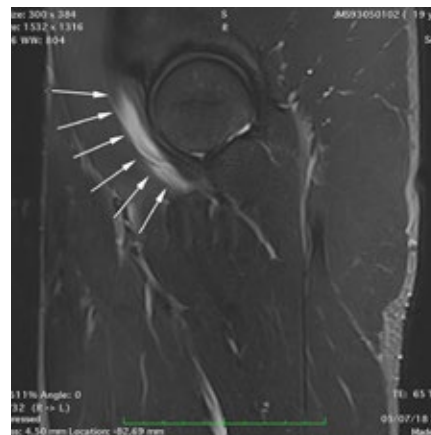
Imagem RM sagital STIR: Edema para-aponevrótico difuso (setas brancas) a envolver a aponevrose intramuscular do músculo iliopsoas.
